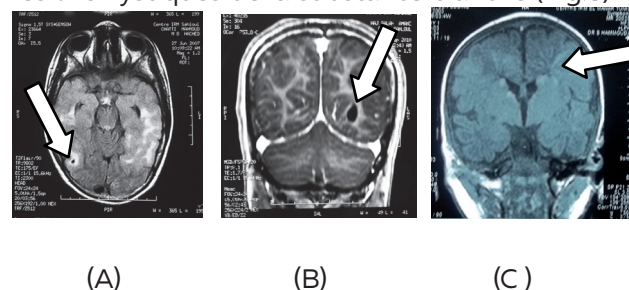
IRM cérébrale en coupes transversale (A) et coronale (B,C) montrant des lésions kystiques de la substance blanche et des lésions radiaires (C)
